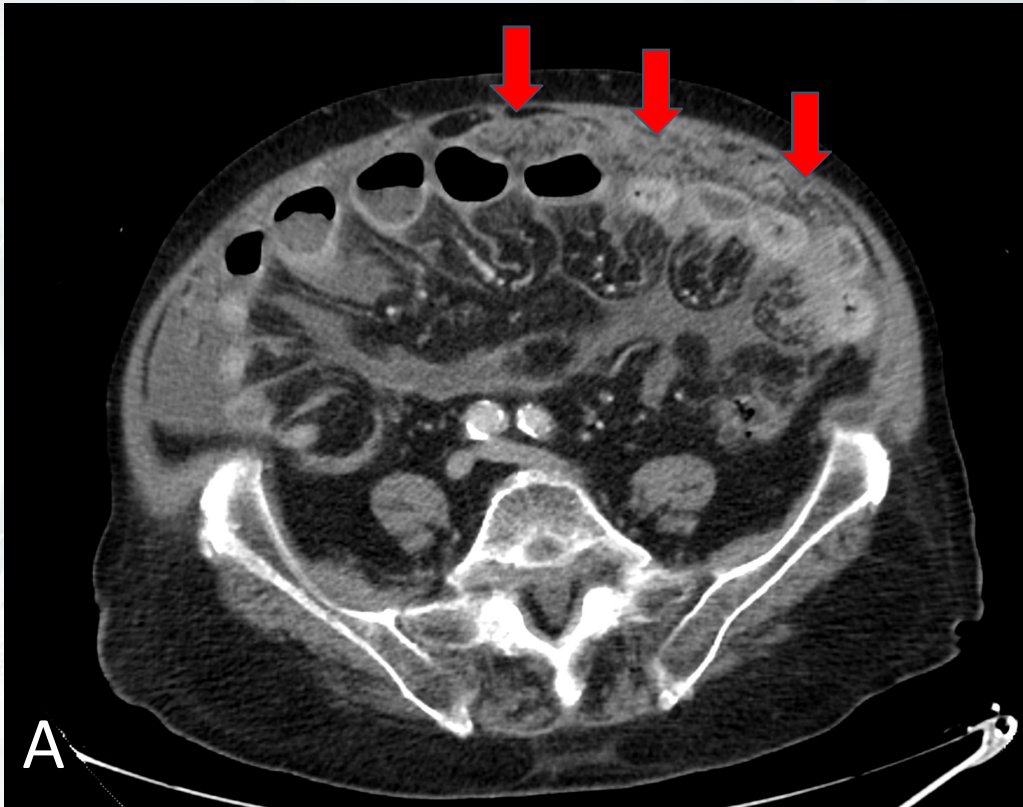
TC abdominopélvico con contraste intravenoso cortes axiales : hallazgos compatibles con carcinomatosis peritoneal, destacando extenso “pastel omental” en la cara anterior abdominal (Flechas Rojas), asociado a distensión de asas de intestino delgado (Flecha amarilla) a nivel pélvico. La Biopsia de omento describió proliferación de células epitelioides con atipia moderada, inmunohistoquímica positiva para calretinina y WT1, compatible con mesotelioma epitelioide.
